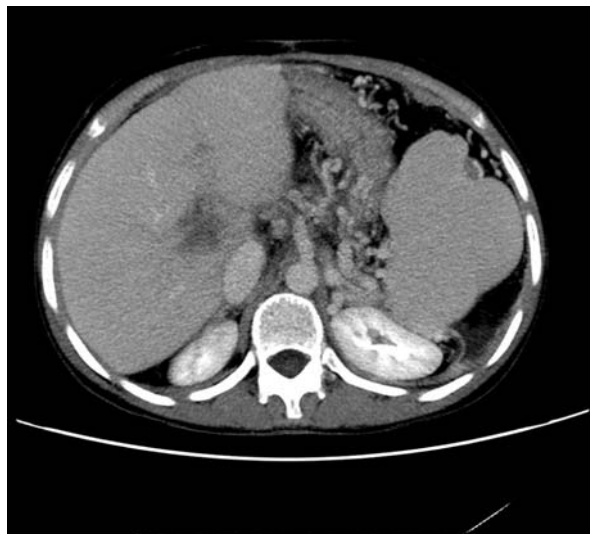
A. Badanie USG – zakrzepica żyły wrotnej. B–D. Badanie TK, brak przepływu krwi cieniującej w żyłę wrotnej i żyłę śledzionowej, hipodensyjne zmiany w ich świetle odpowiadają zakrzepicy
